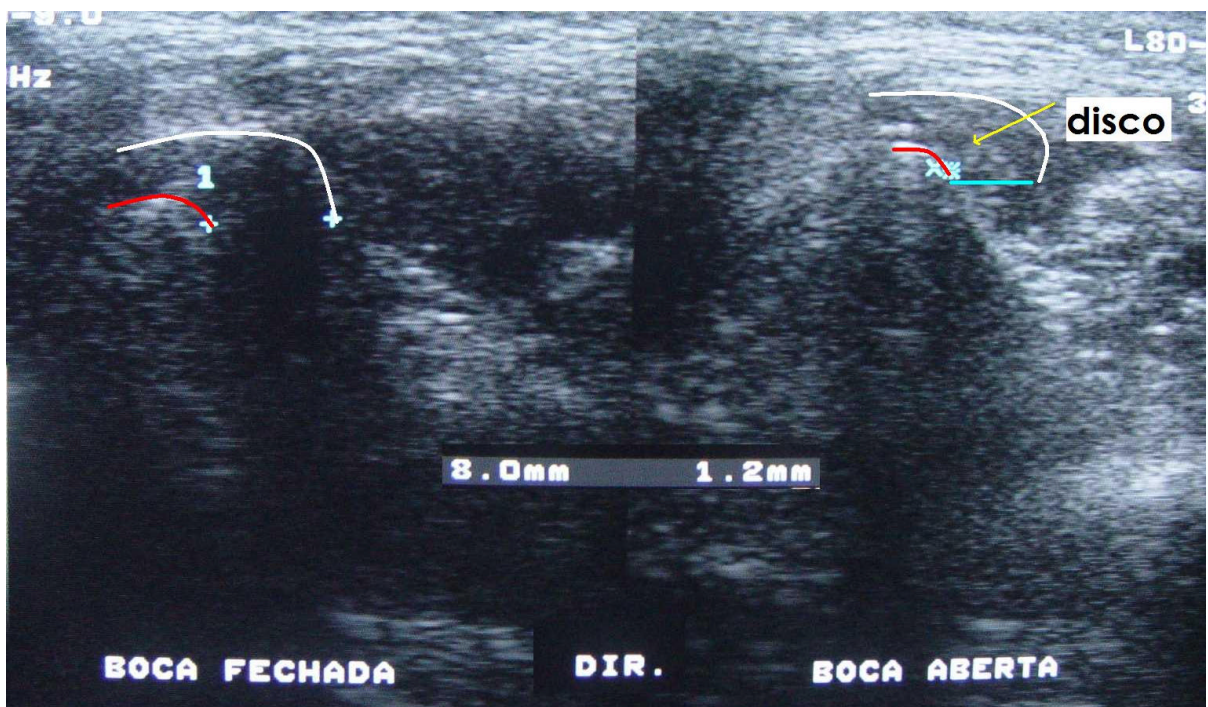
Mesma imagem mostrada na Figura 6.20 (Paciente 8), com o contorno corrigido da cápsula (branco) e do côndilo (vermelho), após análise da RM mostrada na Figura 6.21. Na tomada com a boca aberta a medida foi realizada tomando-se como referência o próprio disco articular deslocado (setas pretas). O topo da figura está orientado para lateral e a esquerda para posterior. O diagnóstico inicial de redução total estava equivocado
